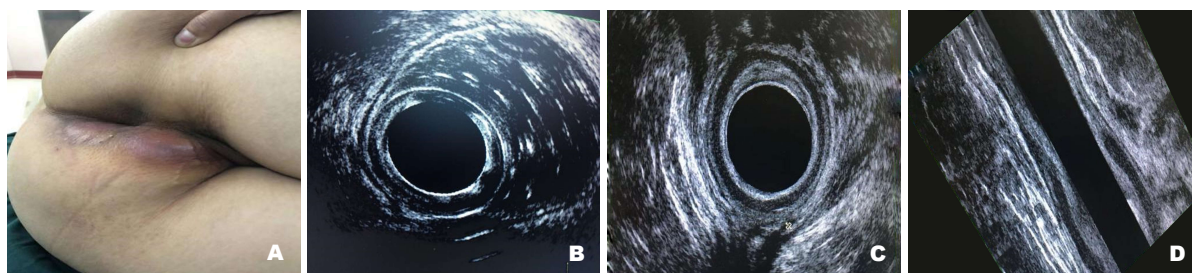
肛管直肠周围三维超声. A和B: 术所见; C和D: 术后所见.
